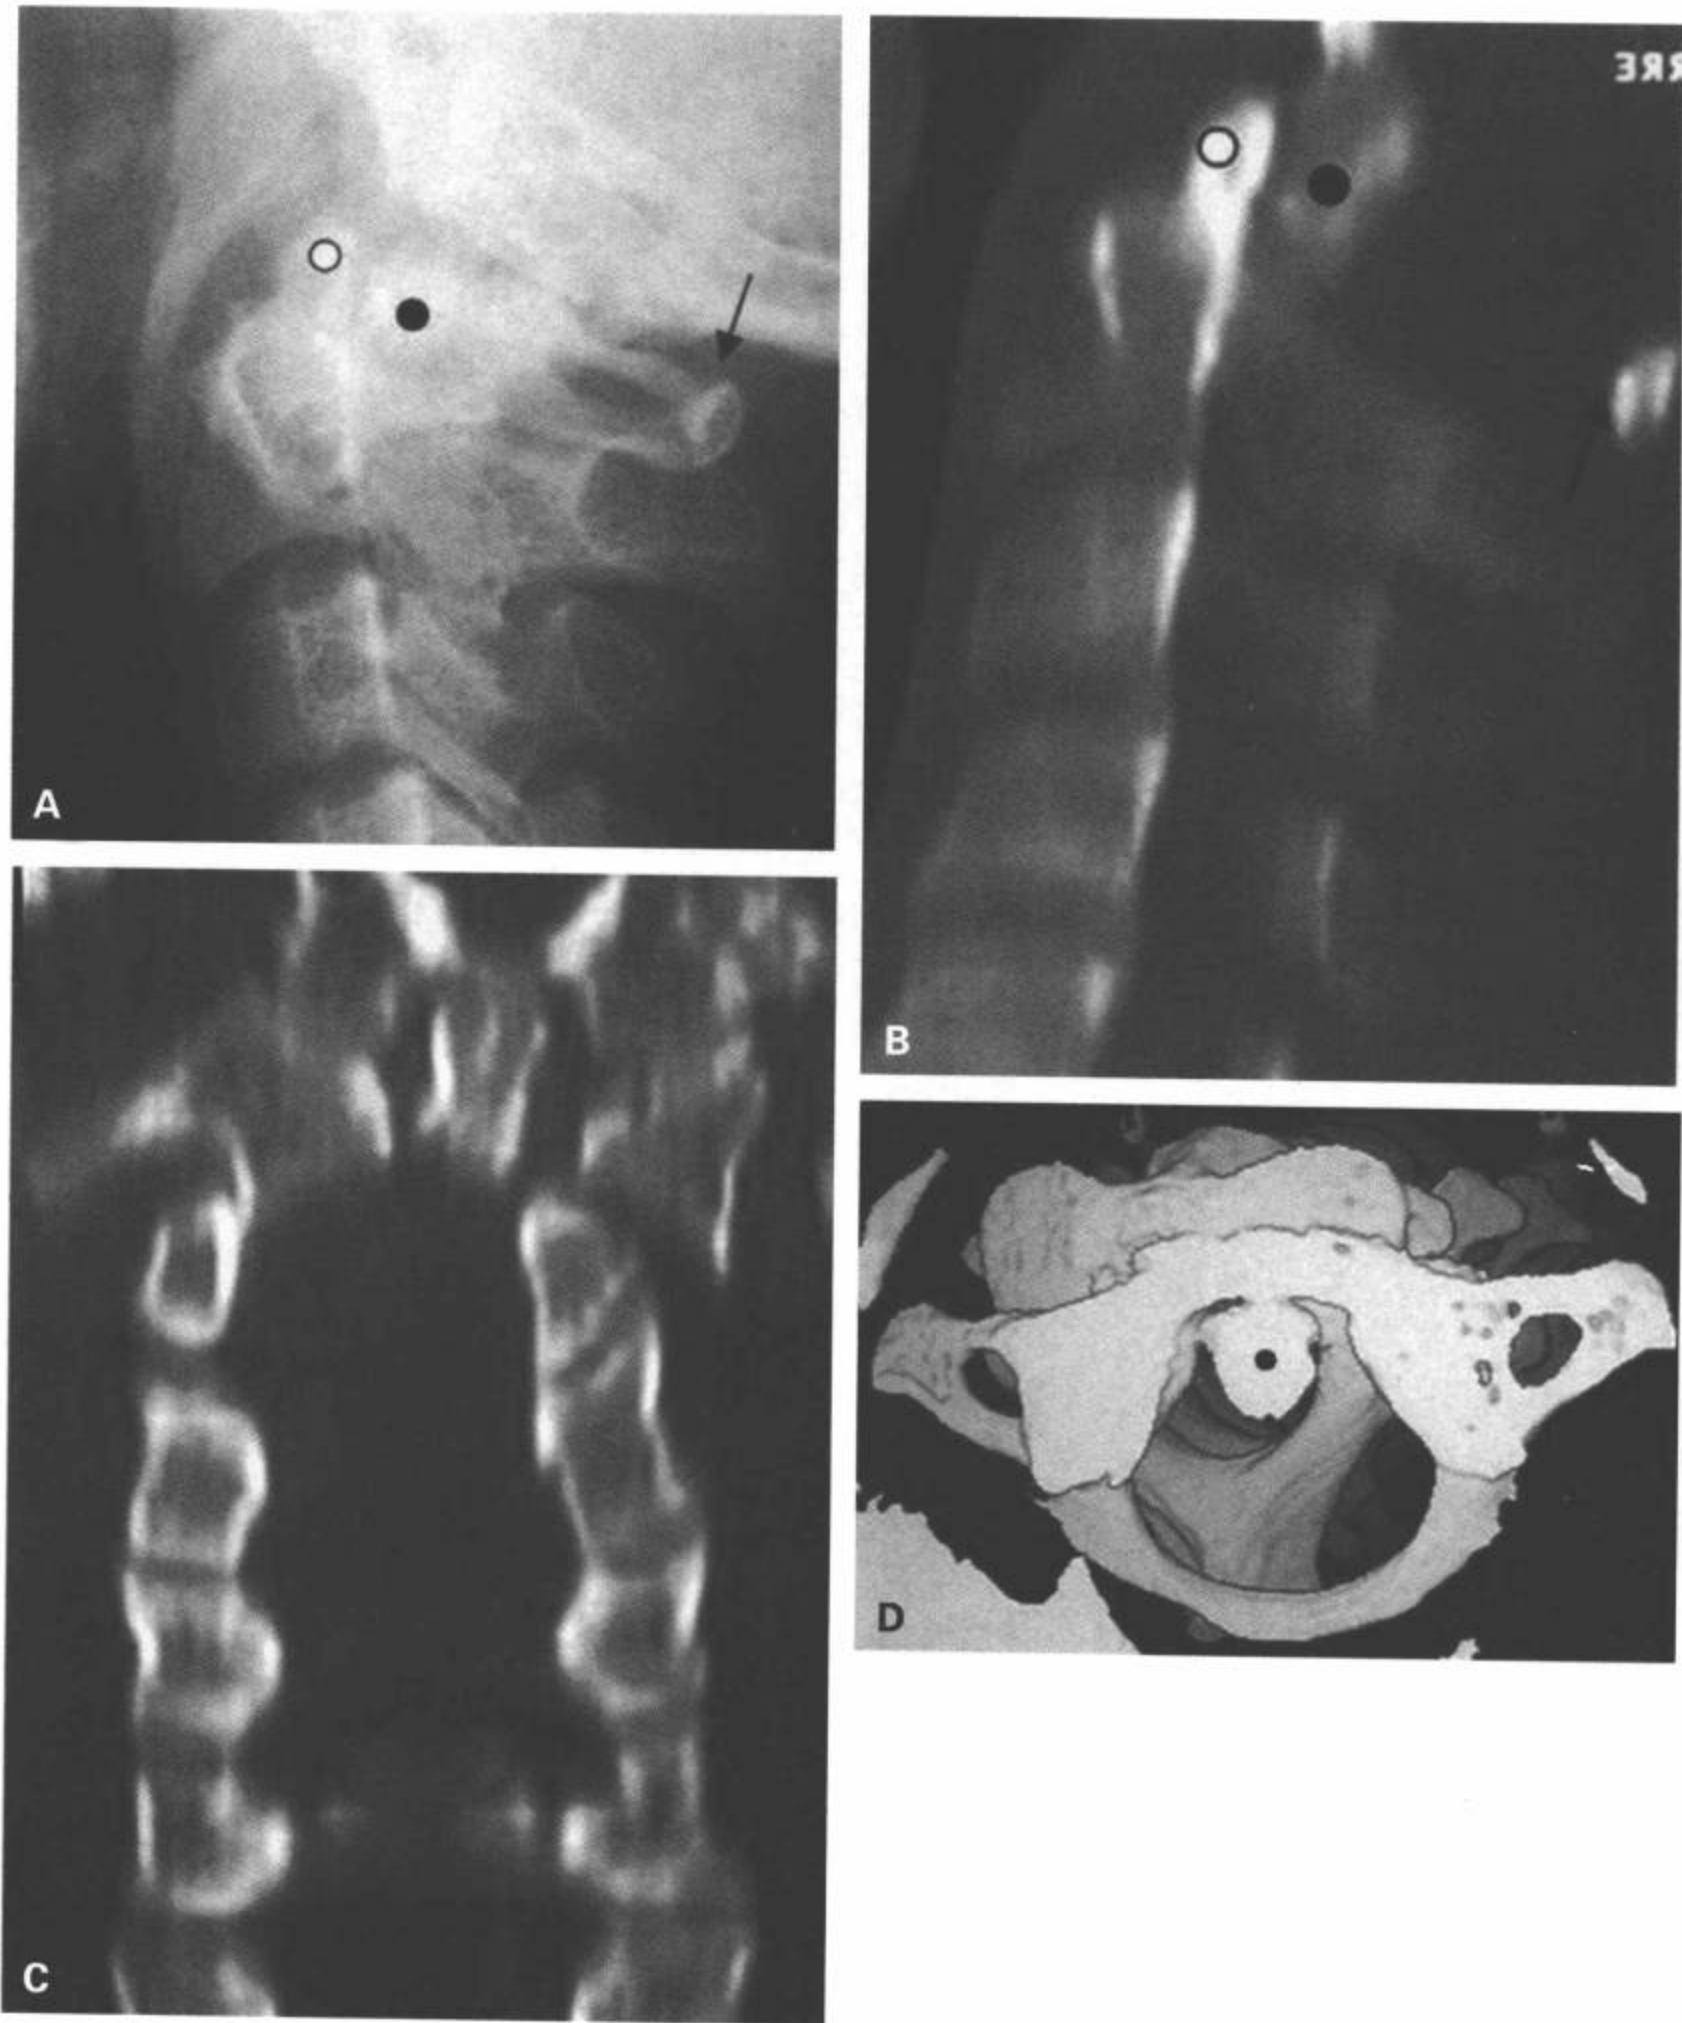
II型齿突骨折伴寰枢关节向后及左外侧脱位。A: 颈椎侧位片显示齿突(黑点)和寰椎后移。显示C1前弓(白点)位于C2椎体的上方,C1棘突椎板线后移(黑箭)。CT多平面重组矢状面(B)和冠状面(C)图像显示II型齿突骨折伴C1椎体向后(B)和左外侧(C)移位。D: CT 3D重组表面再现上面观图像显示C1椎体和齿突向后和左外侧移位(黑点),伴C1向左侧轻度旋转。另外,椎管明显受累,前后径和侧径变窄。齿突近端(头侧)骨碎片(黑点)和寰椎组成一个单独的单位。寰齿前间隙(AADI)正常。
